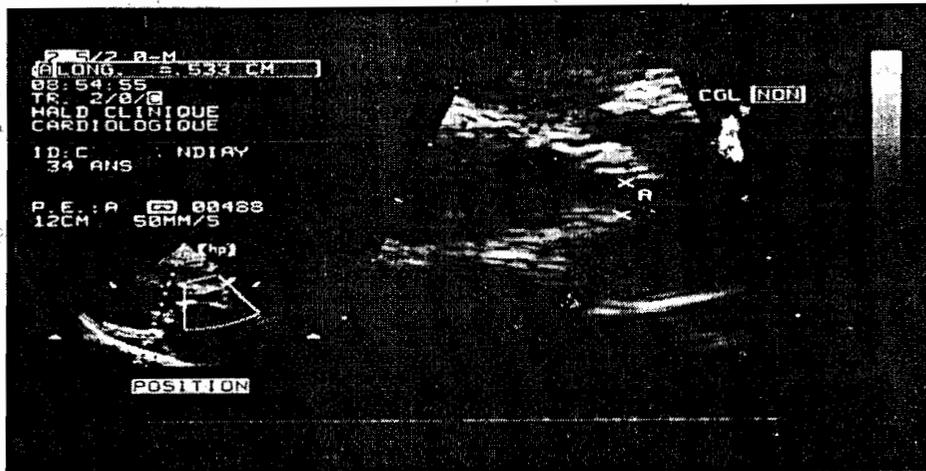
Echocardiographie bidimensionnelle.
